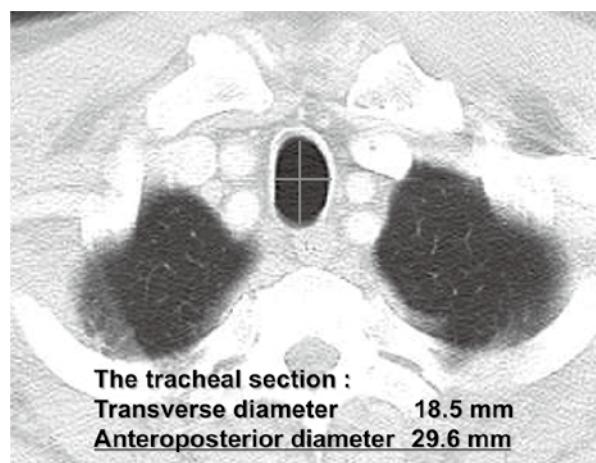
Preoperative CT image in this case (On admission)
